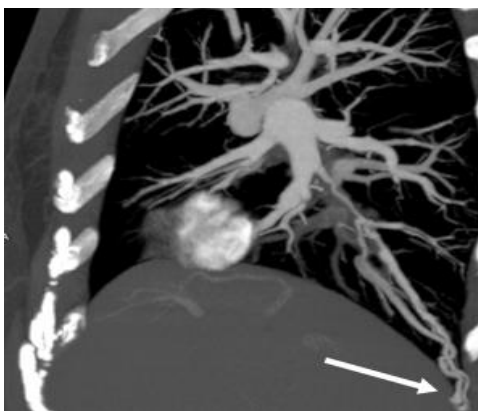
МСКТ-ангиопульмонография. MIP.
